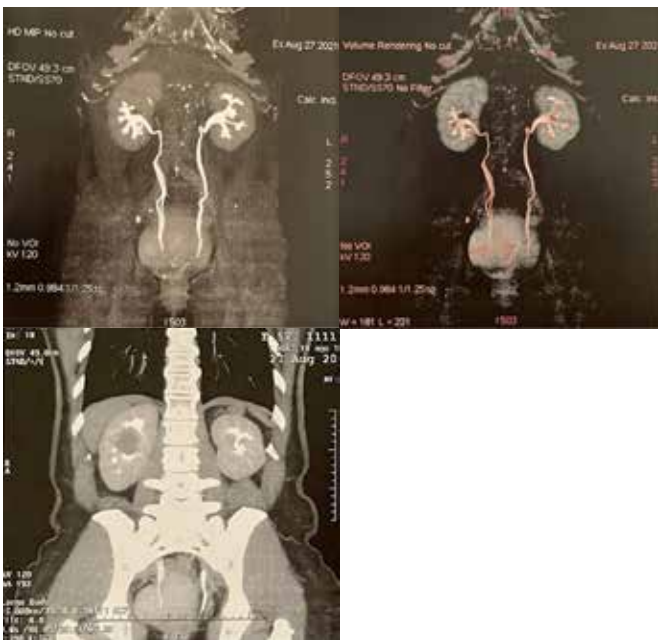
Resonancia magnética abdominal. Imagen nodular renal vascularizada en riñón derecho.
